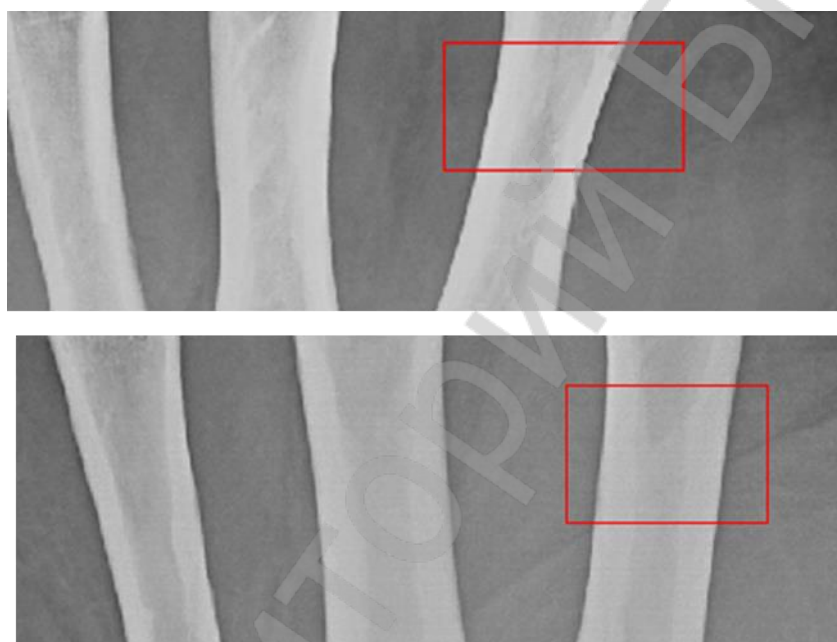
Стандартное рентгеновское монохромное изображение 1А и построенное на его основе картированное цветное 1Б
